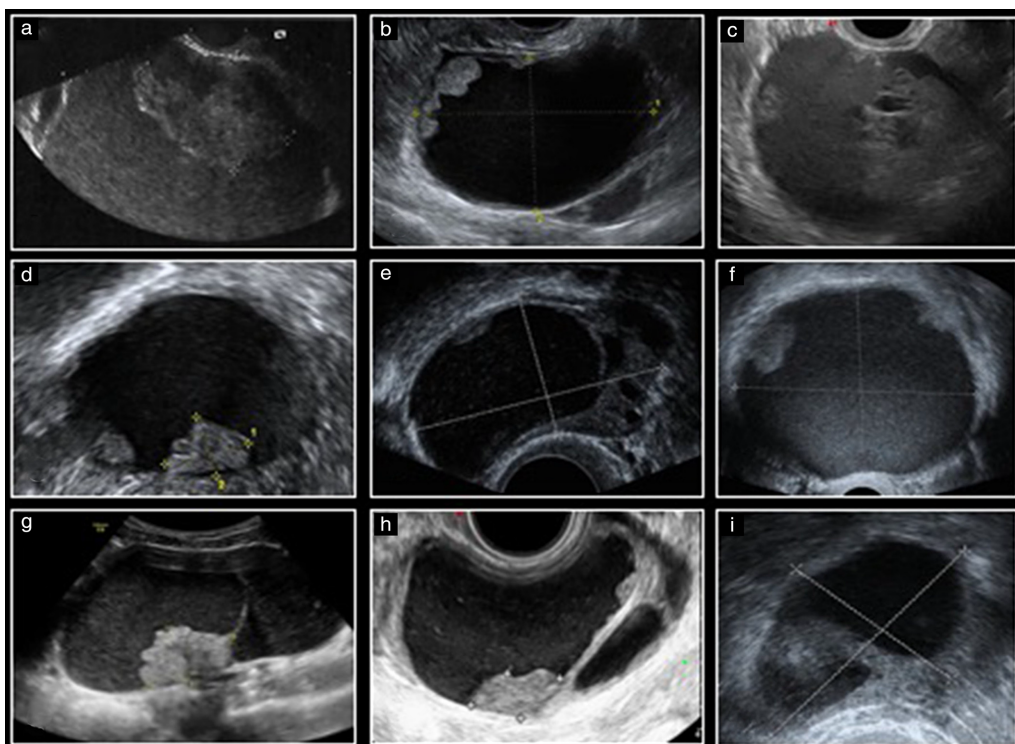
Immagini ecografiche di carcinomi endometrioidi con evidenza di tumore che si sviluppa dall'endometriosi all'esame istologico. I carcinomi sono stati descritti come tumefazioni uniloculari solide (a-f) o multiloculari solide (g-i). Da Moro et al., *Ultrasound Obstet Gynecol* 2018 [76]
